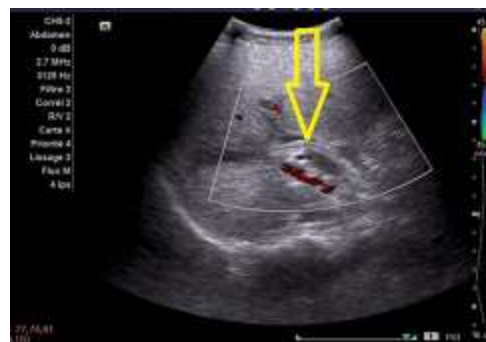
Coupe axiale d'échographie, montrant des images annulaires hyperéchogènes (flèche jaune) dans la lumière intestinale, évoquant les parasitoses intestinales
